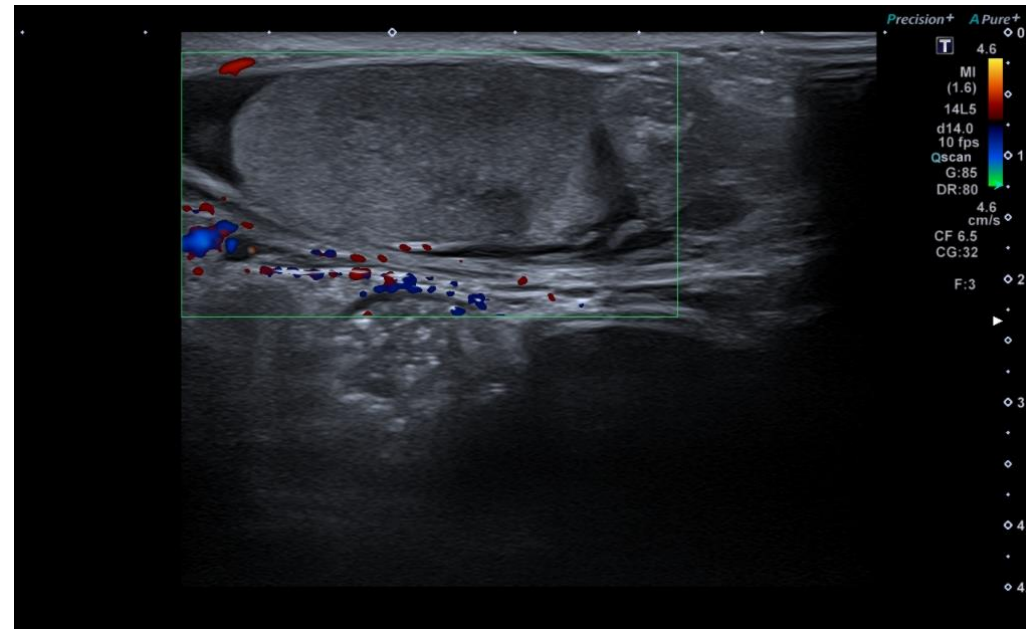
Testículo heterogéneo, con áreas hipoeecogénicas y ausencia de vascularización Doppler en su interior, en relación con torsión testicular completa con áreas de necrosis. Este paciente fue sometido a orquiectomía en la cirugía.
